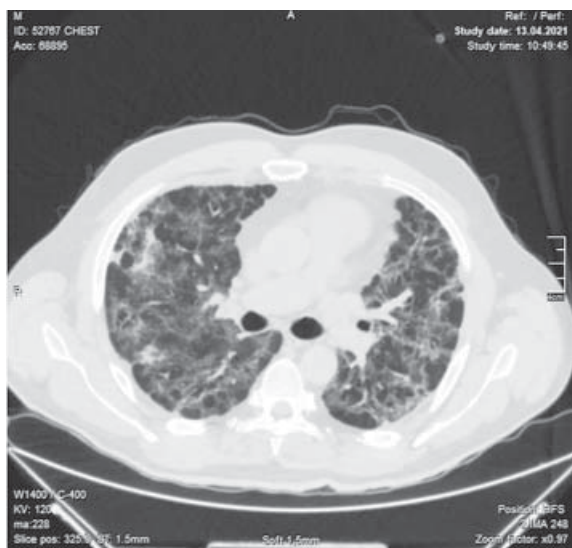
Аксіальний зріз КТ хворого Д. під час захворювання коронавірусною пневмонією (13.04.2021 р.)
